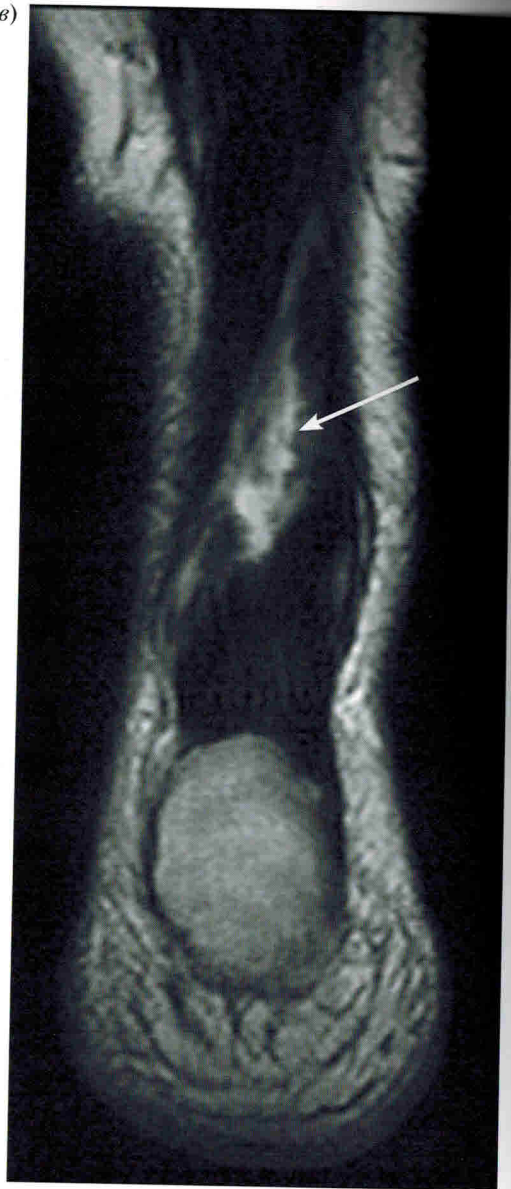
МРТ голеностопного сустава. Субтотальный разрыв пяточного сухожилия:
